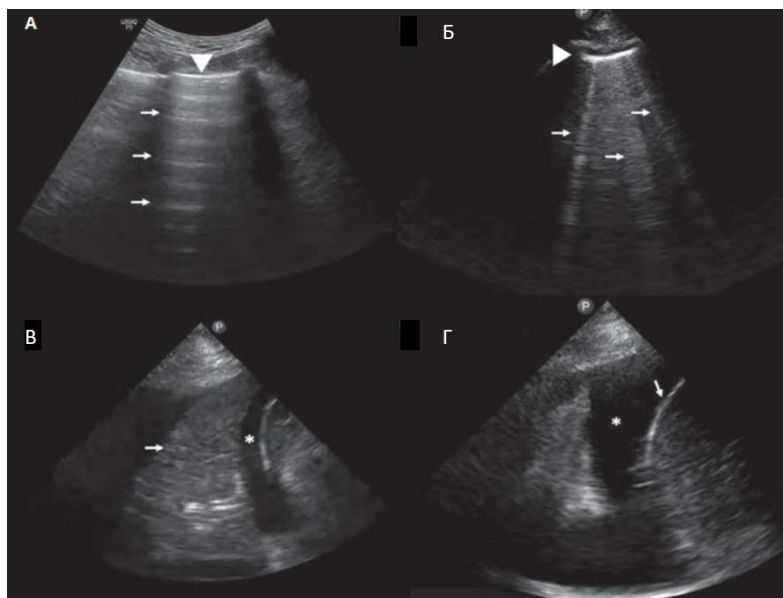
Общие результаты УЗИ легких
